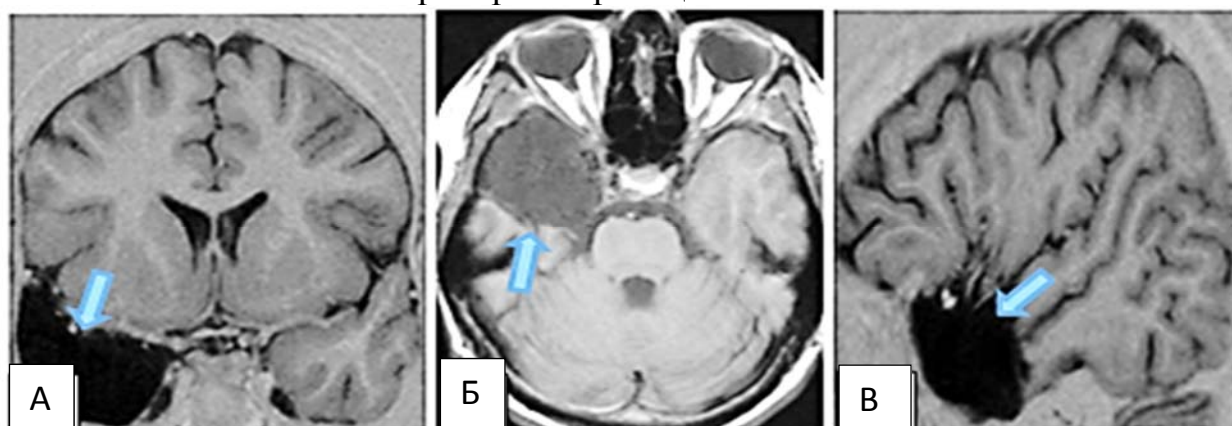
Правосторонняя АМЛЭ. Послеоперационная МРТ в режиме T1 в 3-х проекциях (синяя стрелка): А-коронарная проекция, Б-аксиальная проекция, В-сагиттальная проекция.
